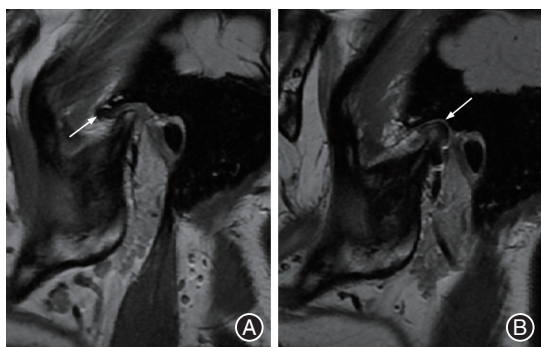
典型病例术前、术后磁共振成像(MRI)图像资料 A:术前MRI显示颞下颌关节盘不可复性前移位;B:术后MRI显示颞下颌关节盘已稳定复位;箭头示关节盘
